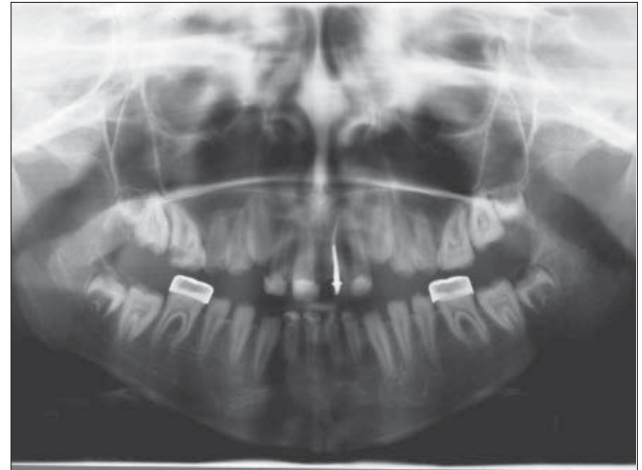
Radiografia panorâmica evidenciando o tratamento endodôntico do incisivo central superior (21) e posterior confecção de coroa a pino provisória
